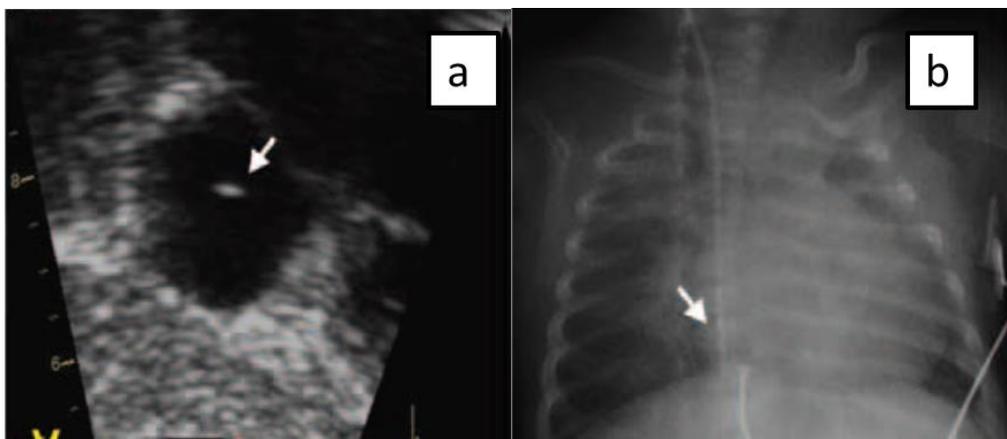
(66): Localización de catéter yugular derecho en posición intra-atrial (a). Correspondencia con la radiografía de tórax (b). Imagen propia del autor. Imágenes propias del autor.
